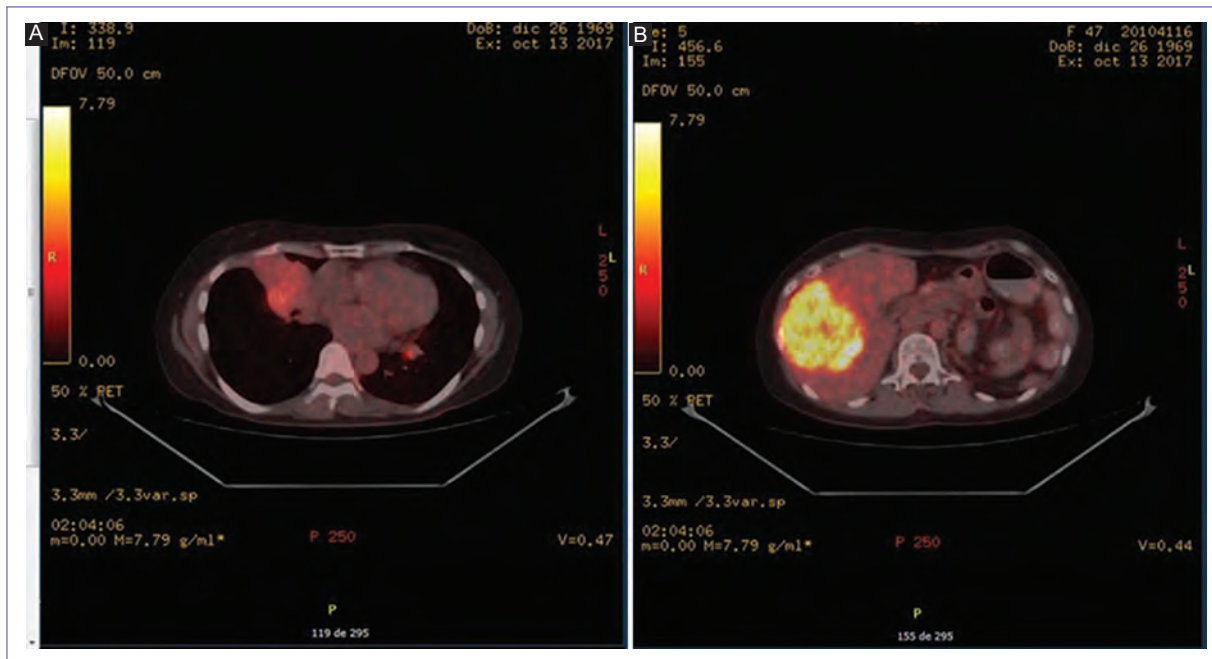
A: tomografía por emisión de positrones/tomografía computarizada año 2017 corte seleccionado nivel torácico. B: corte seleccionado nivel abdominal.
